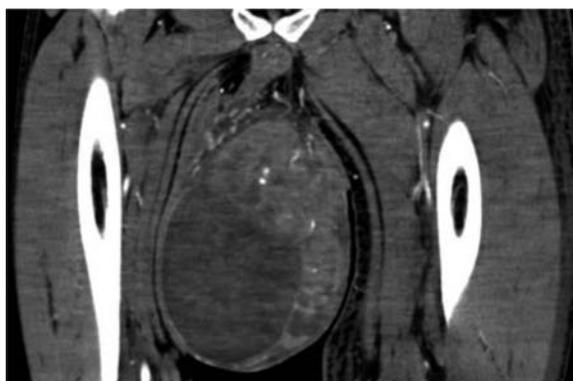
CT scan revealed a large left testis.
